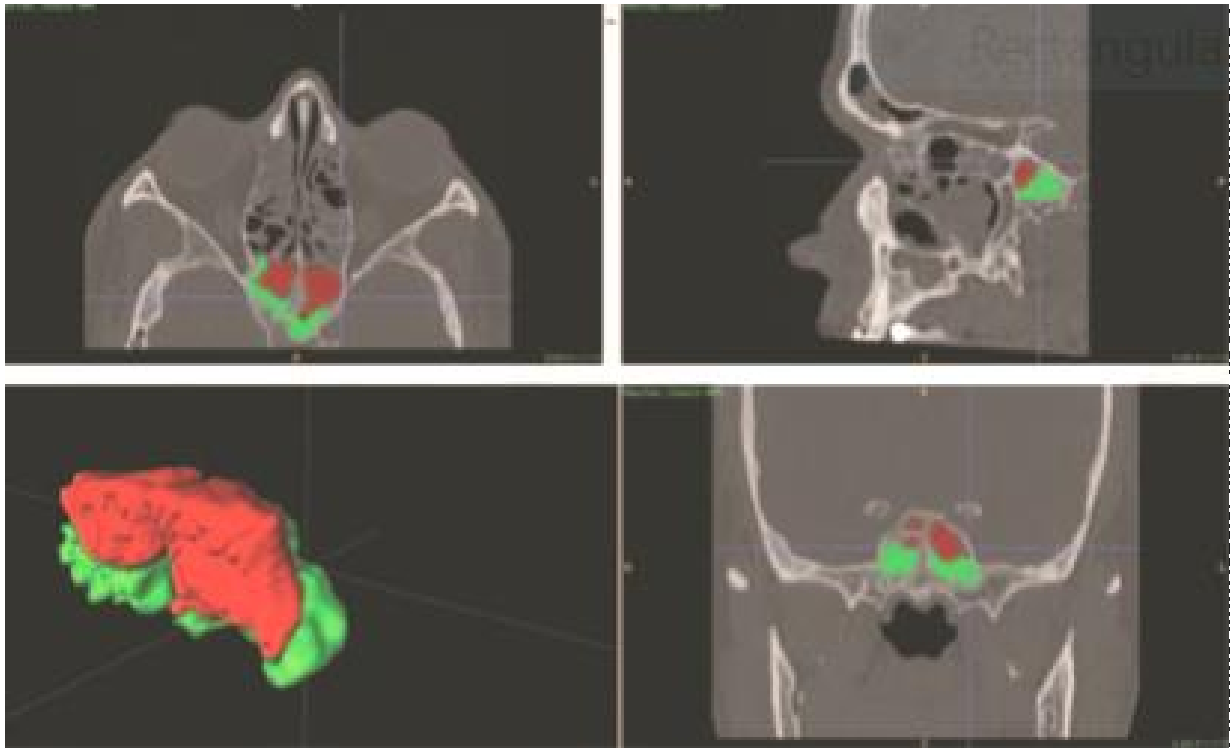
3D rekonstrukcija koštanog volumena čeljusnih sinusa - preuzeto iz: Luz J, Greutmann D, Wiedemeier D, Rostetter C, Rücker M, Stadlinger B. 3D-evaluation of the maxillary sinus in cone-beam computed tomography. *Int J Implant Dent.* 2018 Jun 5; 4(1): 17.
